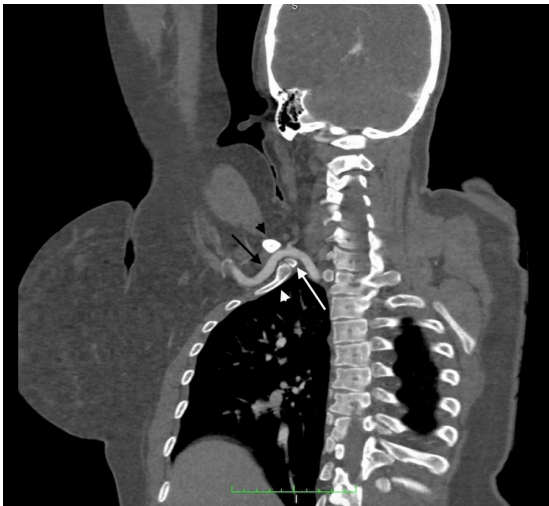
Angiotomografia computadorizada da região torácica com hiperabdução dos membros superiores do primeiro caso. O corte coronal mostrou compressão da artéria subclávia direita (seta preta), pela clavícula (cabeça de seta preta), primeira costela (cabeça de seta branca) e costela cervical (seta branca). Observou-se leve espessamento da parede arterial sem determinar estenose significativa. Não foi observado aneurisma.
